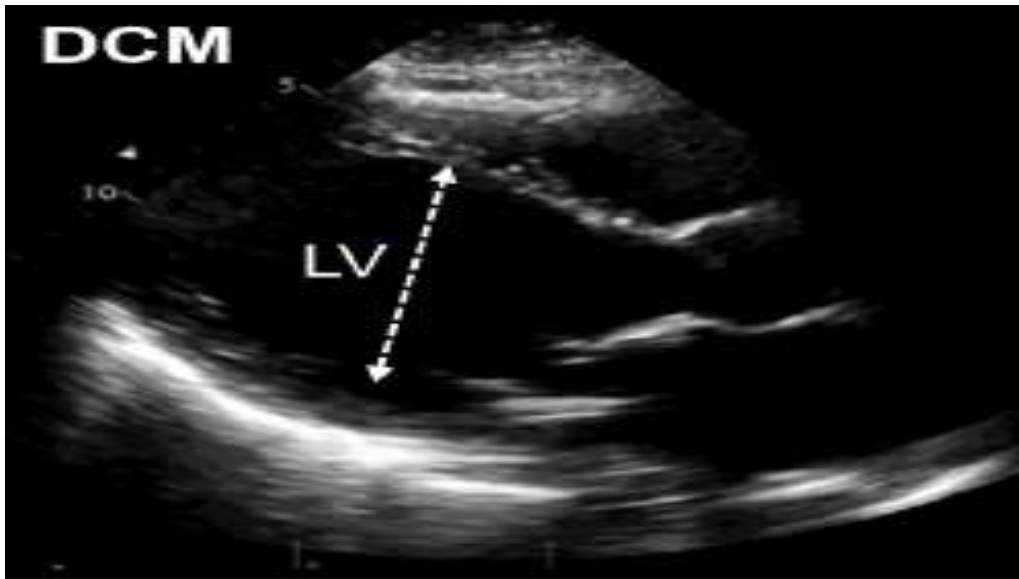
Echocardiographie d'une CMD
